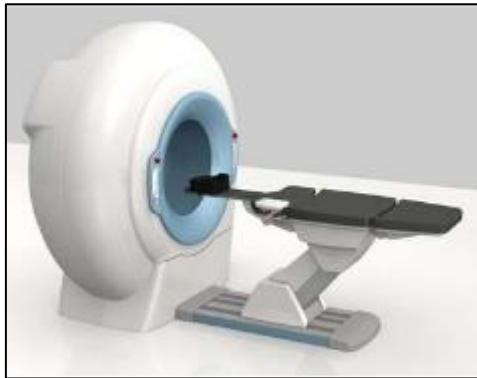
CBCT Newton 5G couché. sujet en décubitus dorsal (fauteuil ergonomique basculant de la position assise à la position couchée horizontale).(61)
